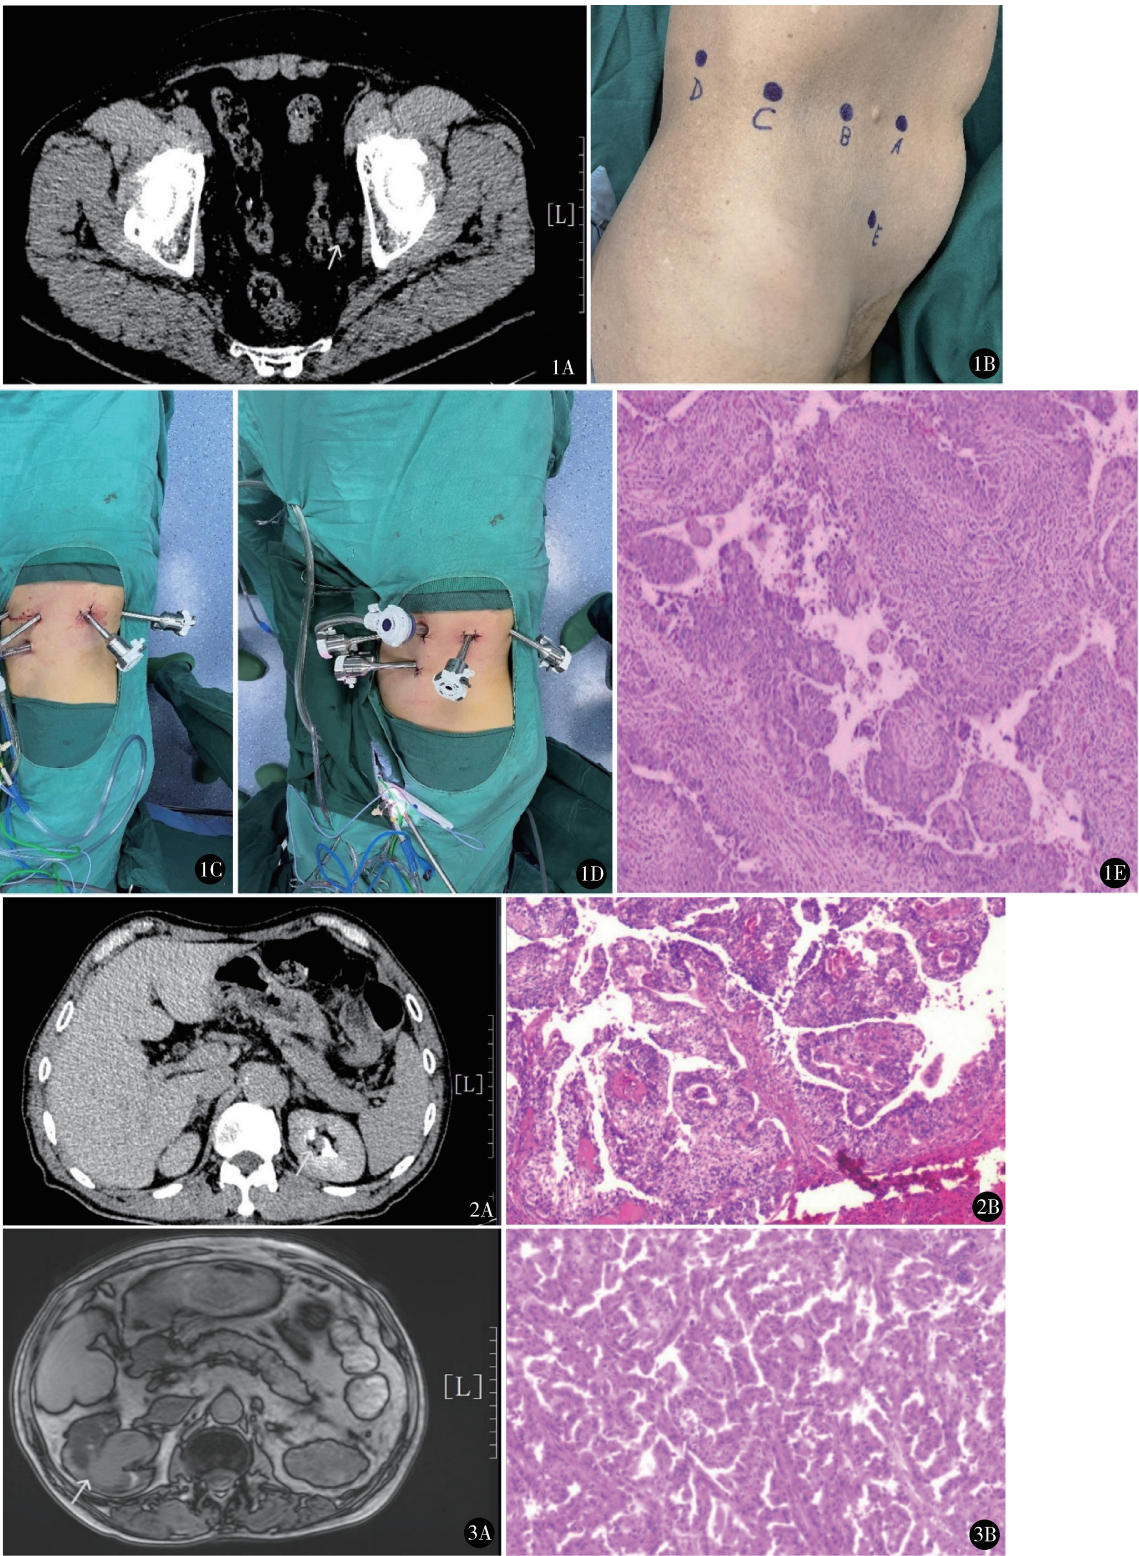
A. 术前盆腔 CT 示左侧输尿管下段肿瘤;B. 术前 trocar 布局;C. 处理肾脏及上段输尿管操作布局;D. 处理输尿管中下段及膀胱壁内段时操作通道布局;E. 显微镜下见形态失常的尿路上皮,侵犯浅肌层 (HE 染色  $\times 40$ ) 图 2 A. 术前肾脏增强 CT 示左侧肾盂肿瘤;B. 显微镜下见外生性生长的细胞,形成明显的乳头状突起 (HE 染色  $\times 40$ ) 图 3 A. 术前肾脏 MRI 示右侧肾盂占位性病变;B. 显微镜下见浅柱状上皮细胞 (HE 染色  $\times 40$ )
